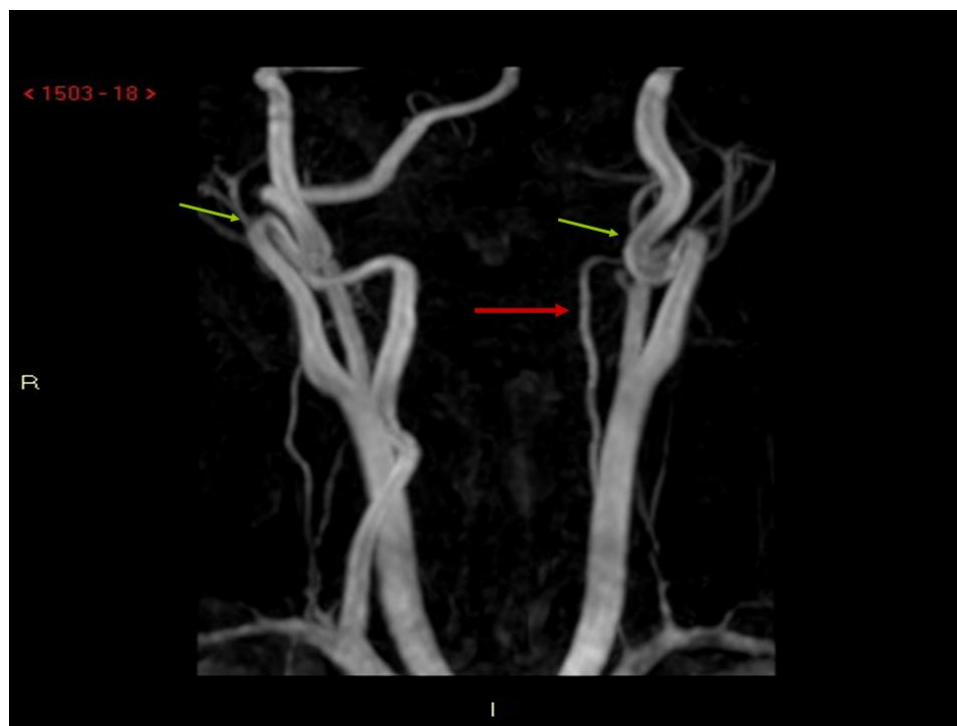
Angio-RMN. PC vasi epiaortici: marcata asimmetria di calibro delle arterie vertebrali per ipoplasia dell'arteria vertebrale sinistra (freccia rossa). Tortuosità di decorso con kinking del tratto extracranico delle arterie carotidi interne (freccia verde).
